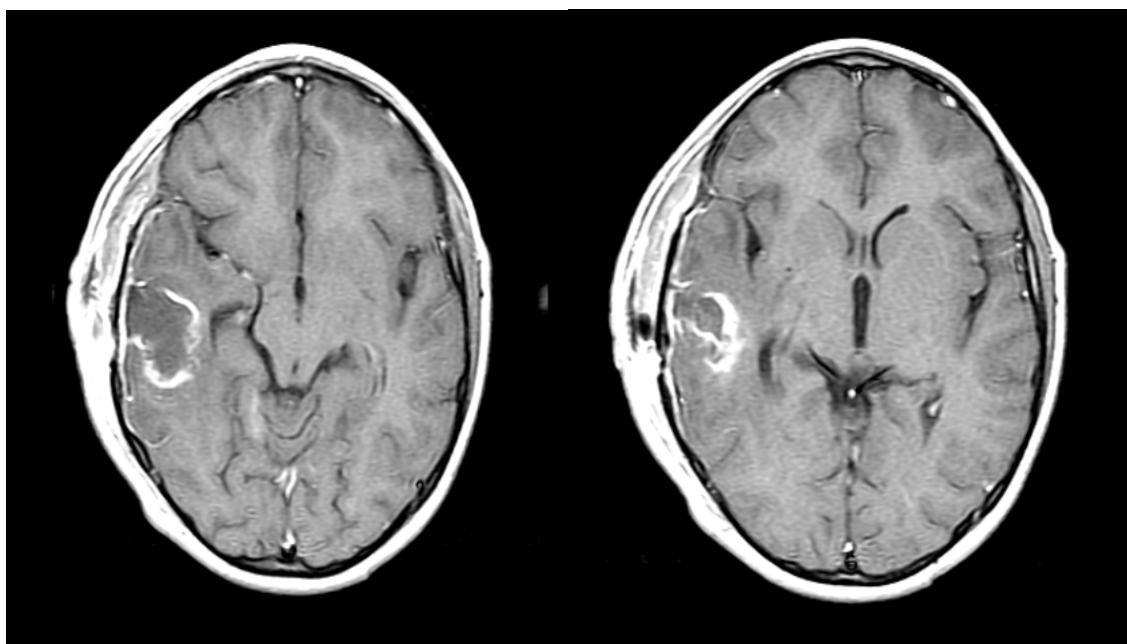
Imágenes de RMN cerebral con contraste, vista axial a nivel del tercer ventrículo mostrando el lecho operatorio.
